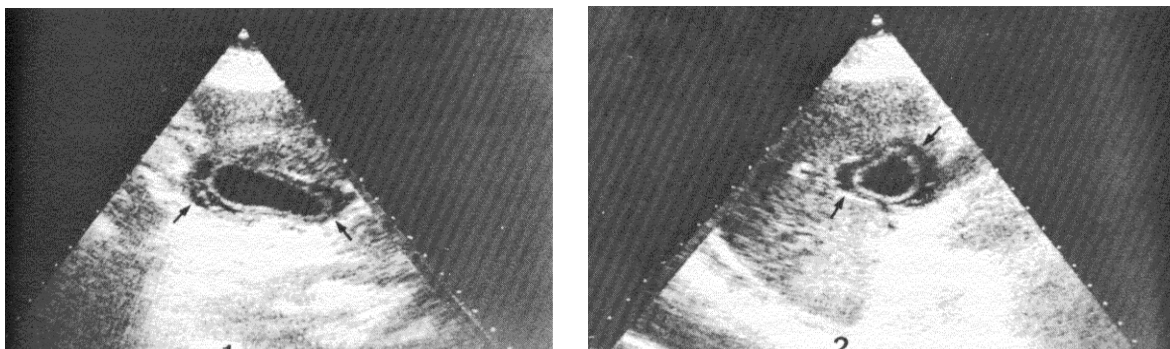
Izq. y Der. Signo del doble contorno (flechas) en una vesícula inflamada (colecistitis) vista en ultrasonido.
